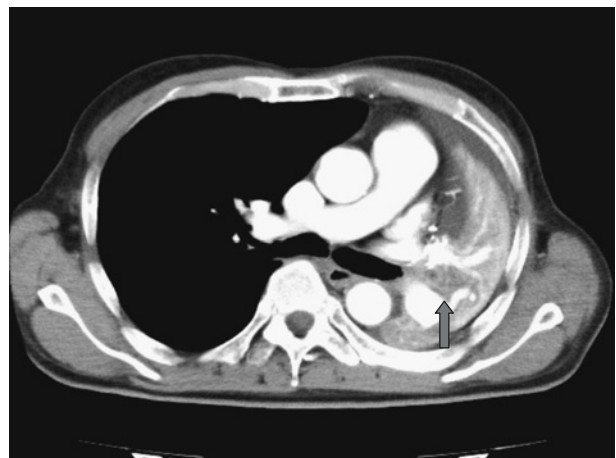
CT image of the chest (contrast-enhanced) showed a 4 cm tumor (arrow) in the hilar region and left lung atelectasis. The tumor occluded the left main bronchus. No lymph nodes in the mediastinum were observed.
